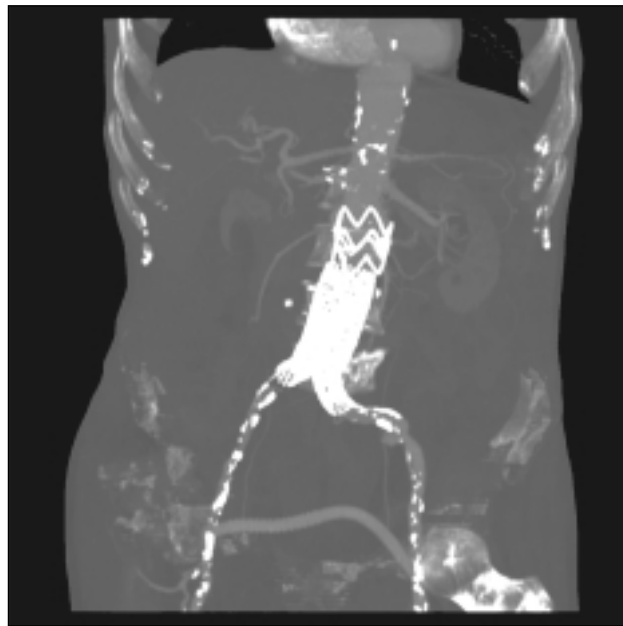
a) e b): Ricostruzione bi e tri-dimensionale alla TC della precedente esclusione con endoprotesi dell'aneurisma e by pass femoro-femorale
